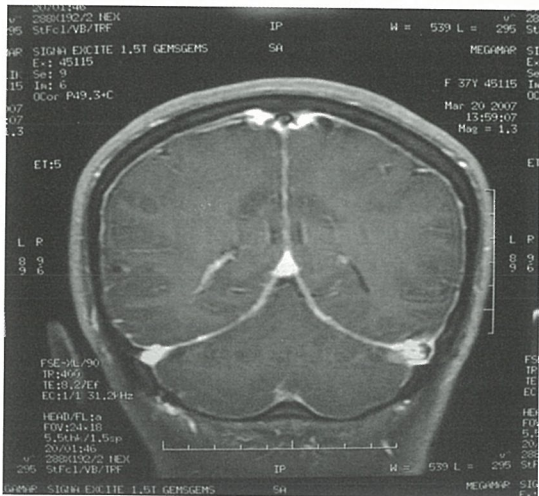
Flair koronal MRI
